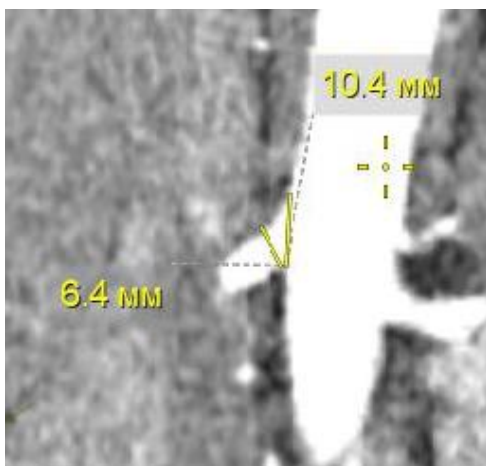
КТ-ангиограмма брюшной части аорты во фронтальной плоскости. Обозначена правая почечная артерия
